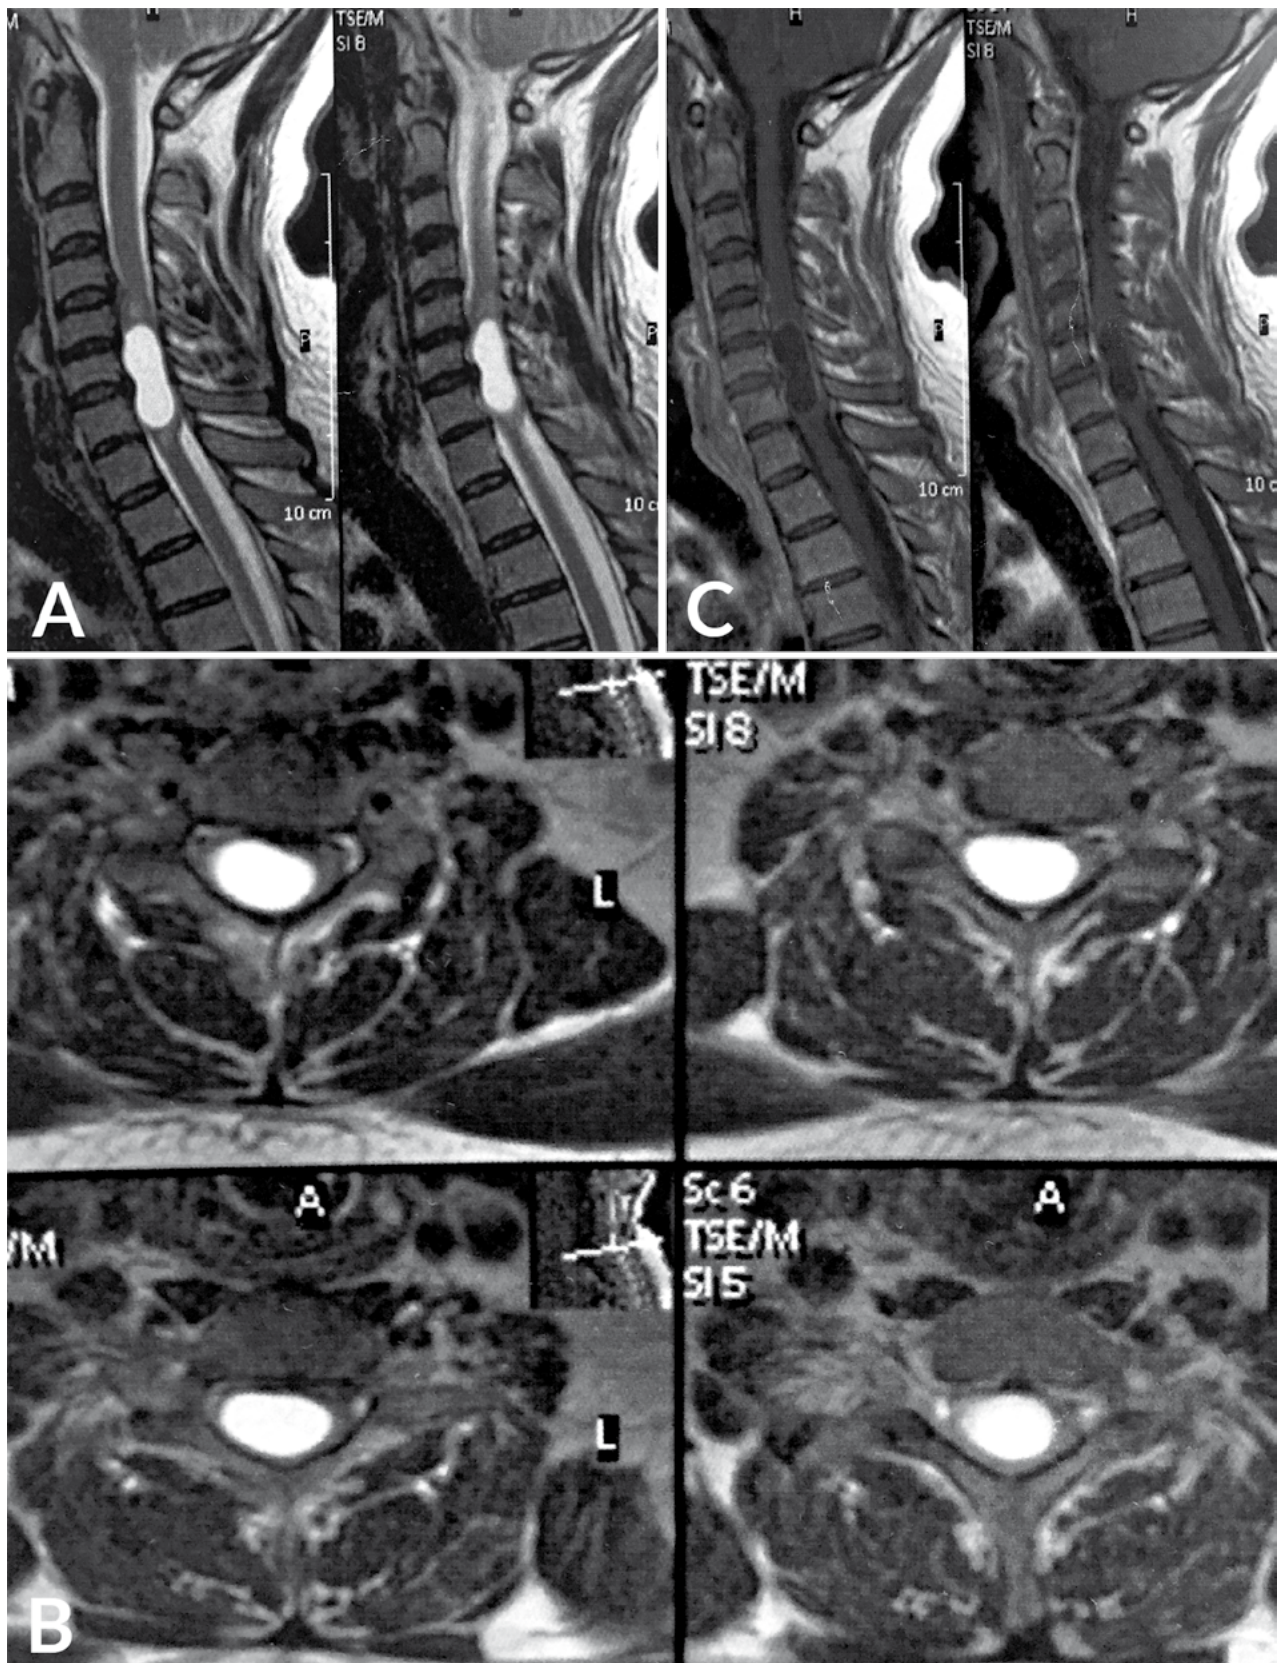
RMN preoperatorias. Se observa QNE intramedular a nivel de C5-C7 (Izquierda). La médula se encuentra expandida focalmente en dicho nivel por el crecimiento excéntrico del quiste lleno con un fluido homogéneo que exhibe una alta señal en las imágenes ponderadas en T2 (Centro). Luego de la administración de contraste en imagen ponderada en T1 puede observarse el contenido quístico con señal baja y mínimo realce de la pared. No se evidencia hemorragia, gliosis, nódulo mural o infiltración tumoral. El canal óseo es normal (Derecha).
